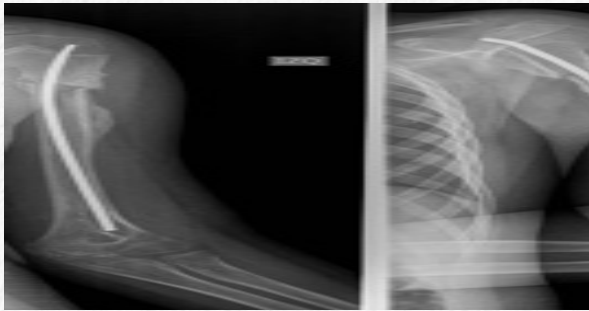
Radiografía anteroposterior y lateral del brazo izquierdo. Control post quirúrgico inmediato
